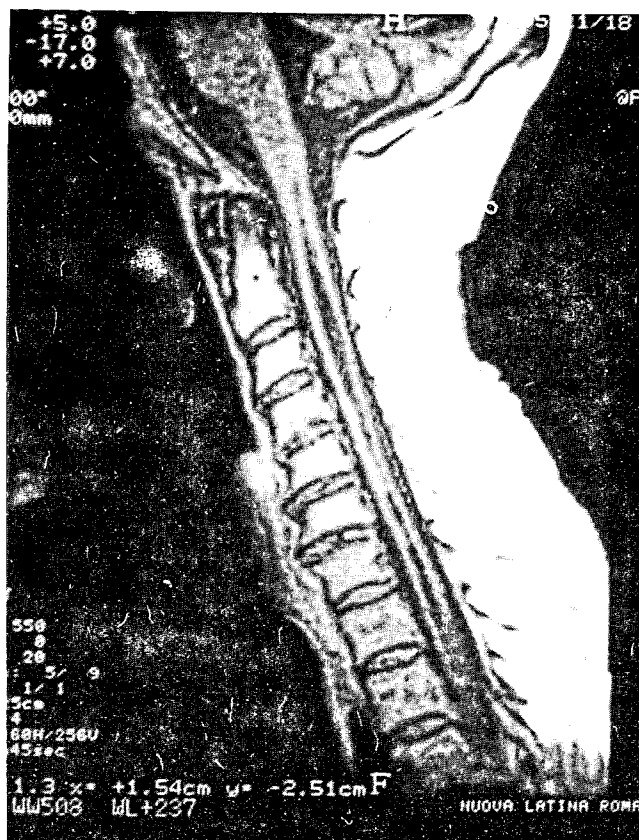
Caso clinico: RM spinale in proiezione sagittale del tratto cervico-dorsale che dimostra una cavità siringomielica estendentesi verso l'alto a partire dal livello dell'alterazione spondilitica indotta dal Pott.
